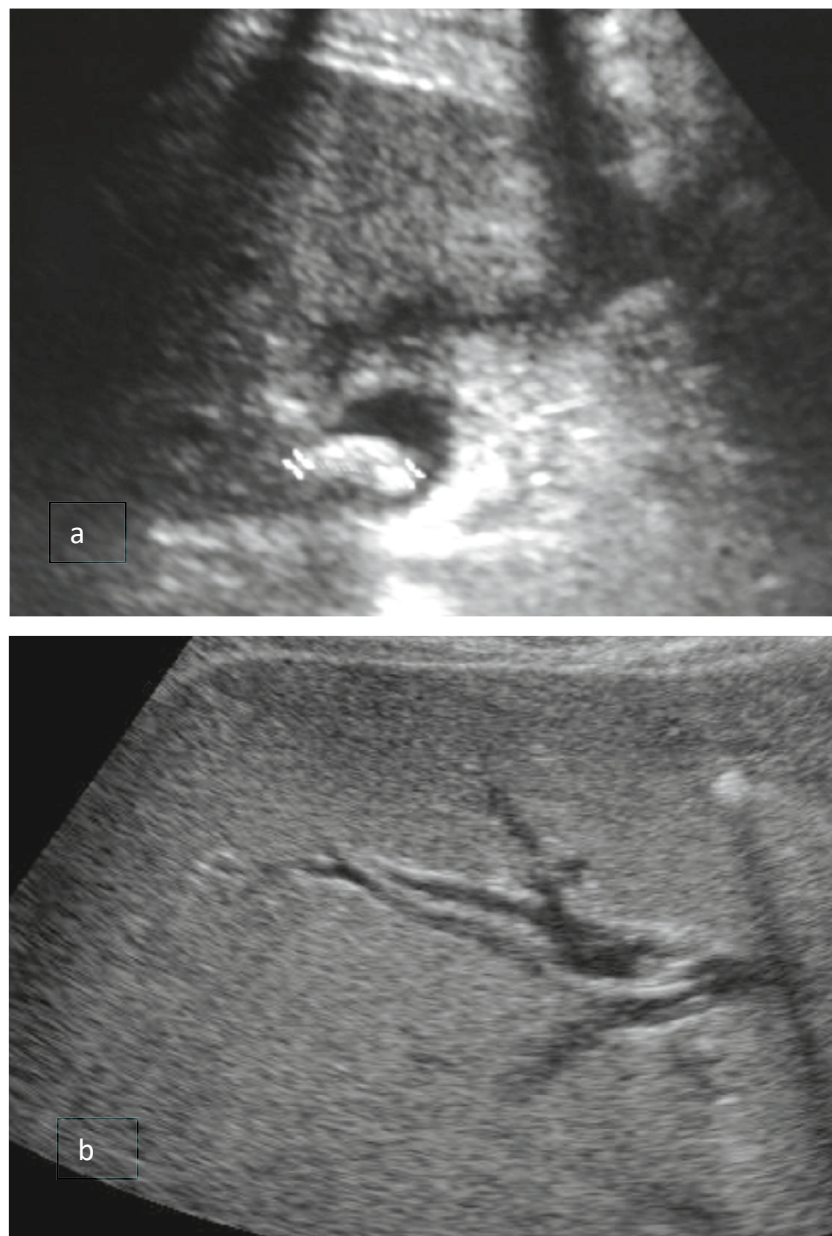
Calcul obstructif dans la VBP visualisé en échographie (a) avec retentissement sur les VBIH, dilatées (b)
